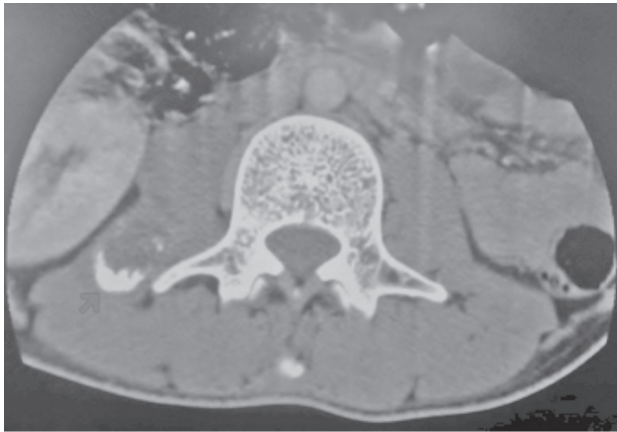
TAC lumbosacro. Se observa colección hipodensa con imágenes hiperdensas en su interior en el psoas derecho a nivel de L3
